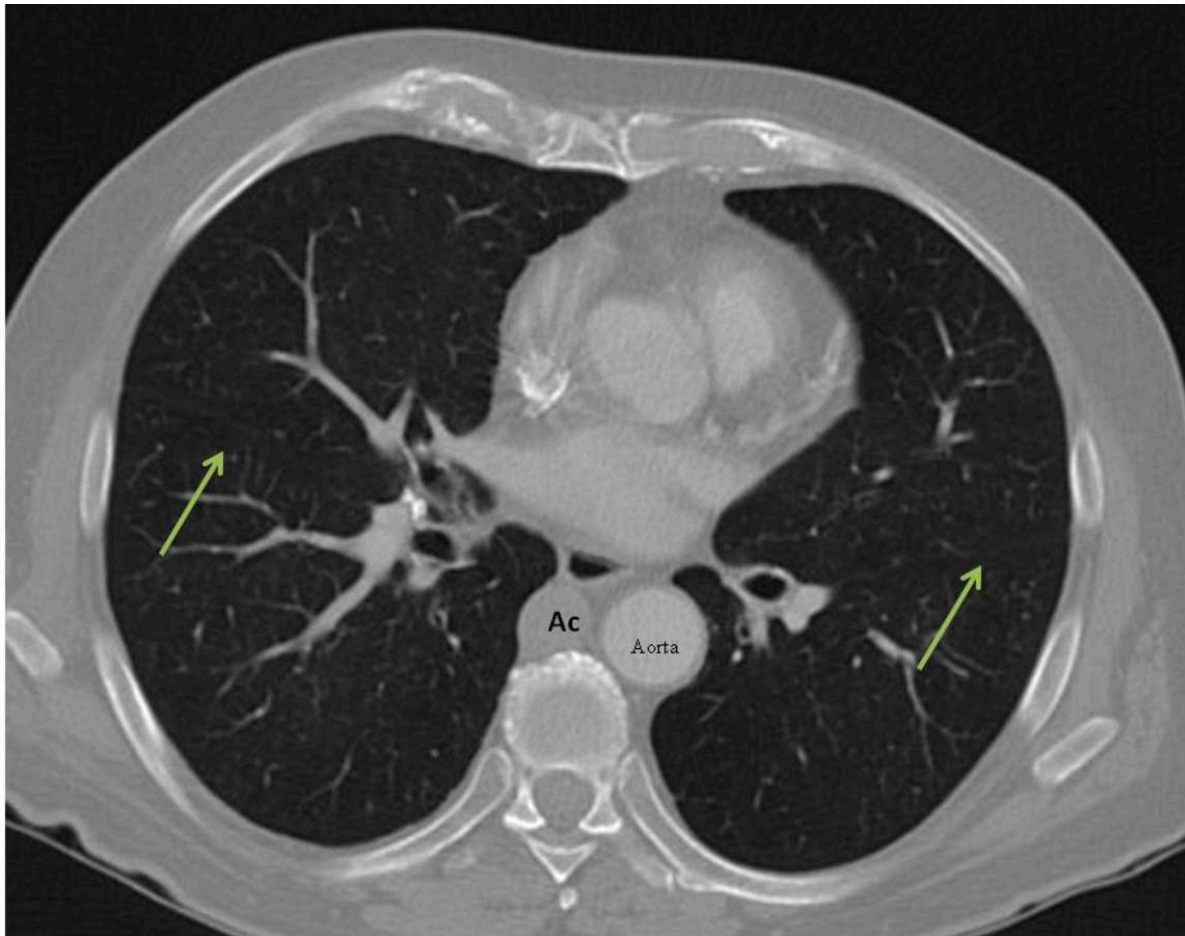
Corte axial de TAC torácico de un paciente que presentó un aneurisma de aorta abdominal y en el estudio de extensión se identificó un situs ambiguo con presencia de pulmones bilobulados bilaterales (flechas). También presentó interrupción de la vena cava inferior con continuación por la vena ácigos (Ac).
